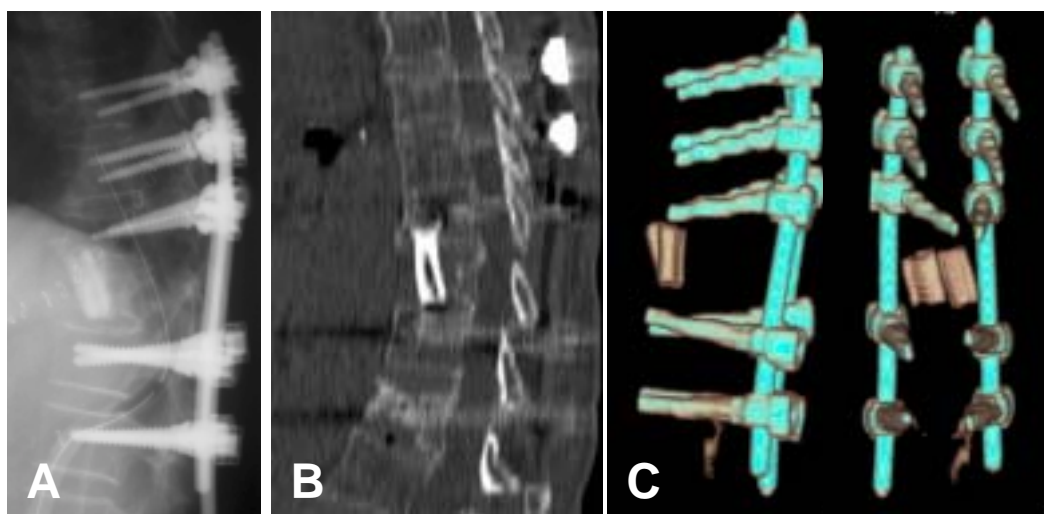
Reconstrucció tridimensional en TC helicoidal. Dona de 59 anys afecta de cifosi postraumàtica a nivell de T11, que es va fer un doble abordatge amb instrumentació posterior i empelt anterior amb dos fragments de peroné. A. Control radiològic postoperatori. B. TC als tres mesos de la intervenció. C. Reconstrucció tridimensional en visió anteroposterior i lateral a on s'ha sostret el raquis i s'ha deixat la instrumentació posterior de titani (en verd) i l'empelt estructural anterior (els dos peronés, en color beix).
